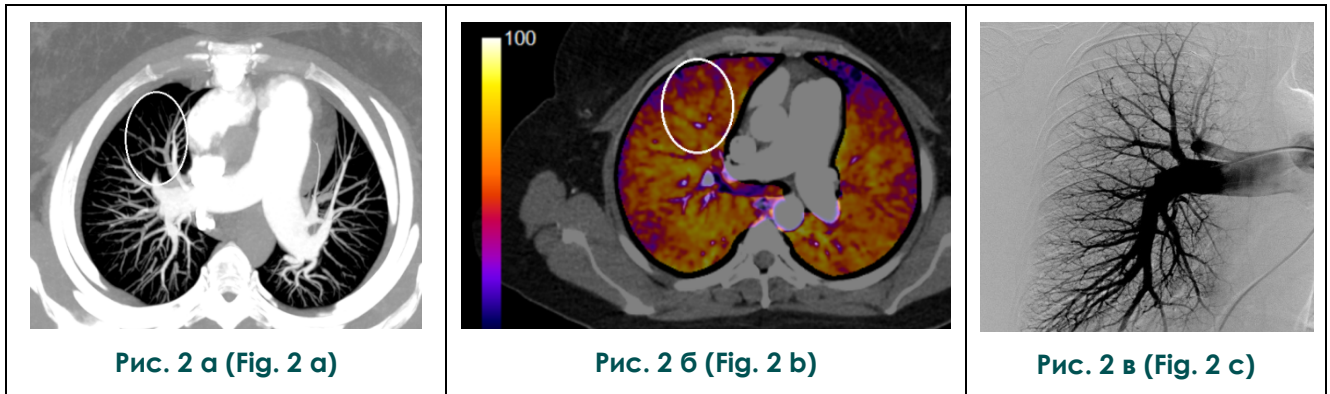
Субтракционная КТ-ангиопульмонография и селективная ангиопульмонография. Пациентка П., 39 лет, идиопатическая легочная гипертензия.
